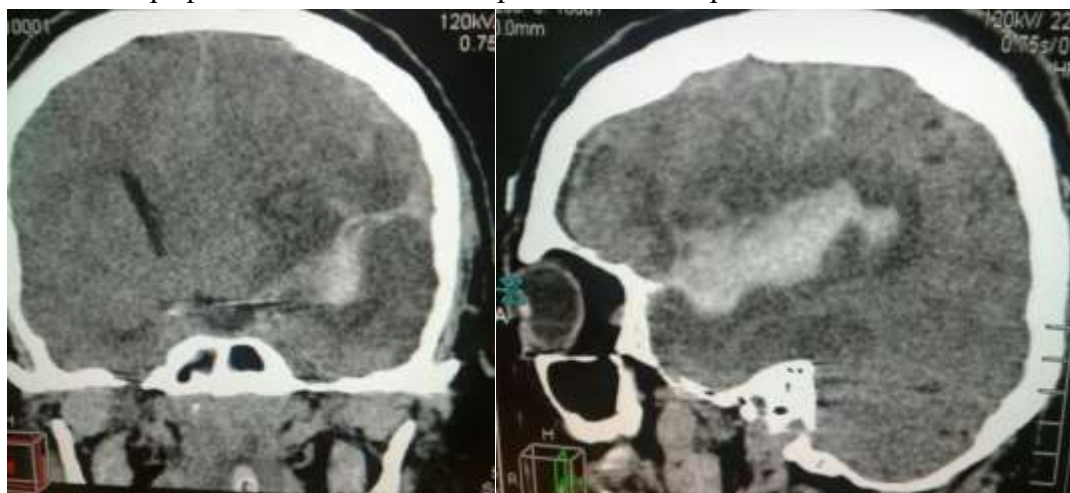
КТ головного мозга
